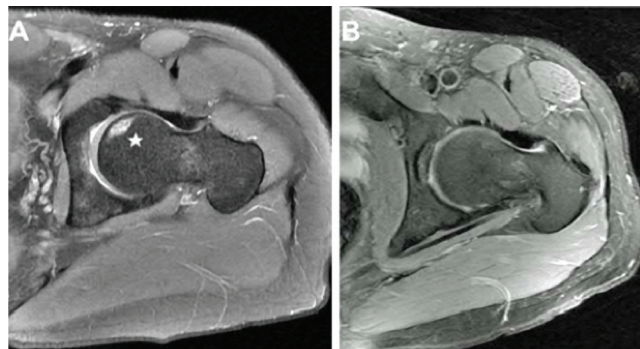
RMN preoperatoria de una lesión por necrosis avascular de la cabeza femoral.
